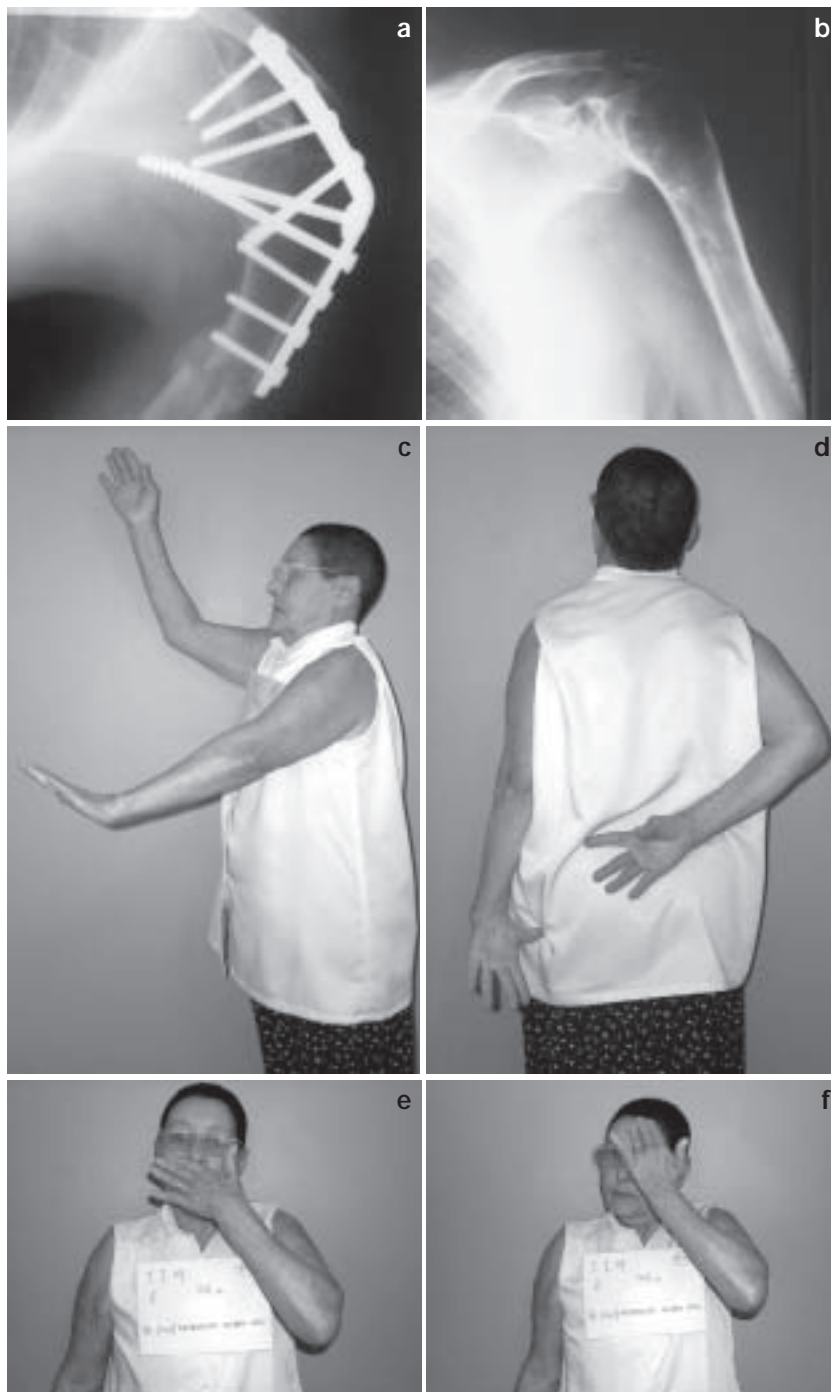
Radiografias do pós-operatório imediato (a) e pós-operatório 8 meses (b), após a retirada da placa, de uma artrodese do ombro esquerdo. Aspecto clínico com 4 anos da artrodese, elevação em perfil (c), e rotação interna (d). Grau de amplitude funcional, com a paciente levando a mão à boca (e) e à cabeça (f).
